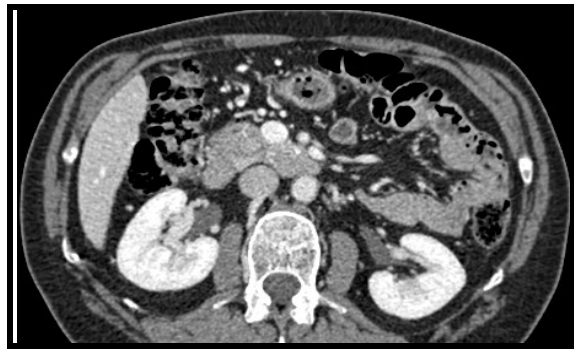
Figura #29: Imagen de TCMD que muestra lesión focal hipodensa en cabeza de páncreas (flecha negra) con discreta dilatación de colédoco intrapancreático y conducto pancreático de calibre normal. En imagen de RM secuencia T2 se aprecia hiperintensa. La secuencia de difusión muestra verdadera restricción del movimiento de las partículas de agua lo cual es más evidente en la imagen de fusión de T2 y Difusión en mapa de color. ColangiopancreatoRM que muestra compresión de conducto colédoco intrapancreático y dilatación de vía biliar intra y extrahepática.
